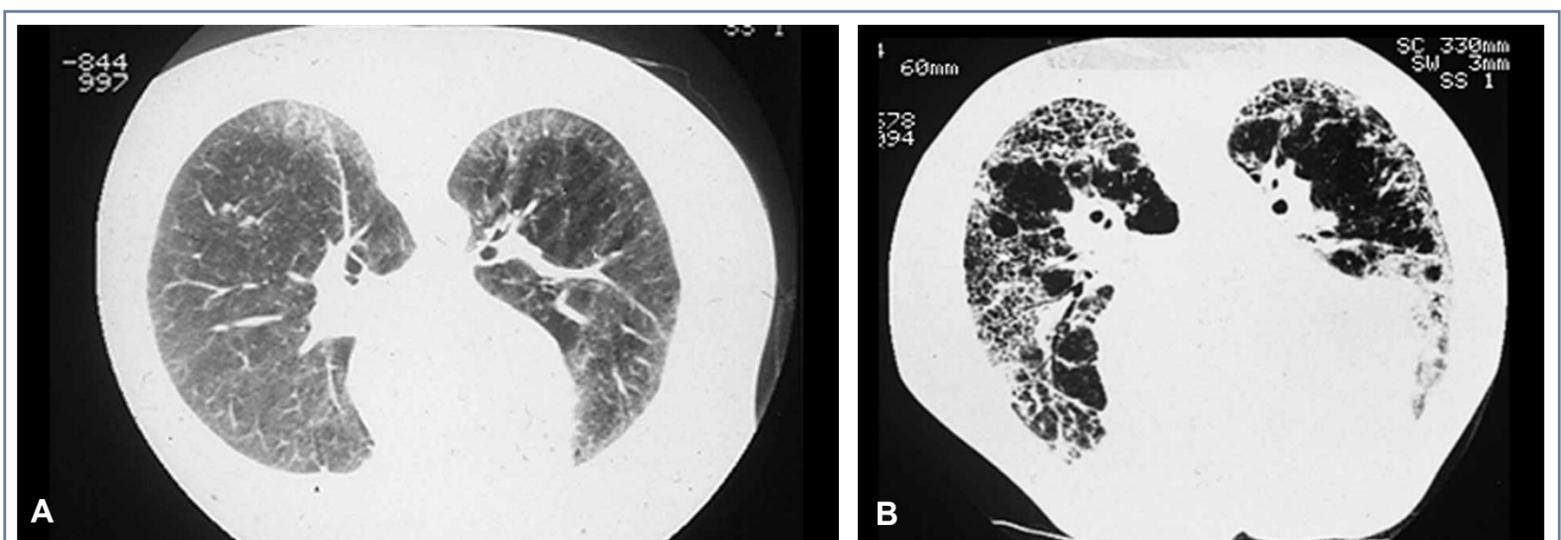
TC de alta resolução: A) Padrão em “vidro moído” traduzindo existência de lesão ativa (alveolite) e B) Padrão reticulonodular traduzindo fibrose já estabelecida.
